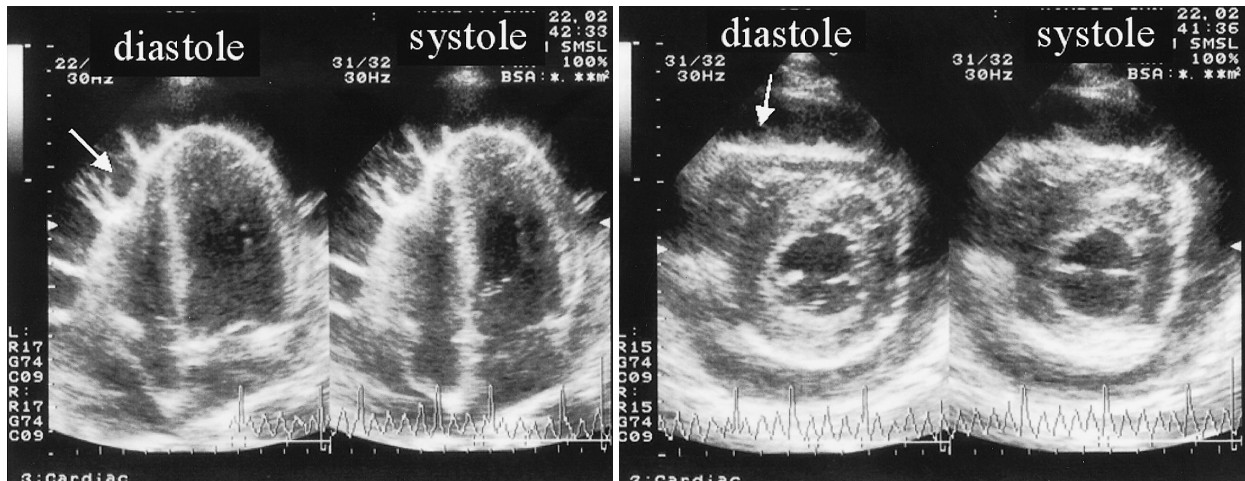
Echocardiograms at the time of cardiac centesis on 22 June 2003
